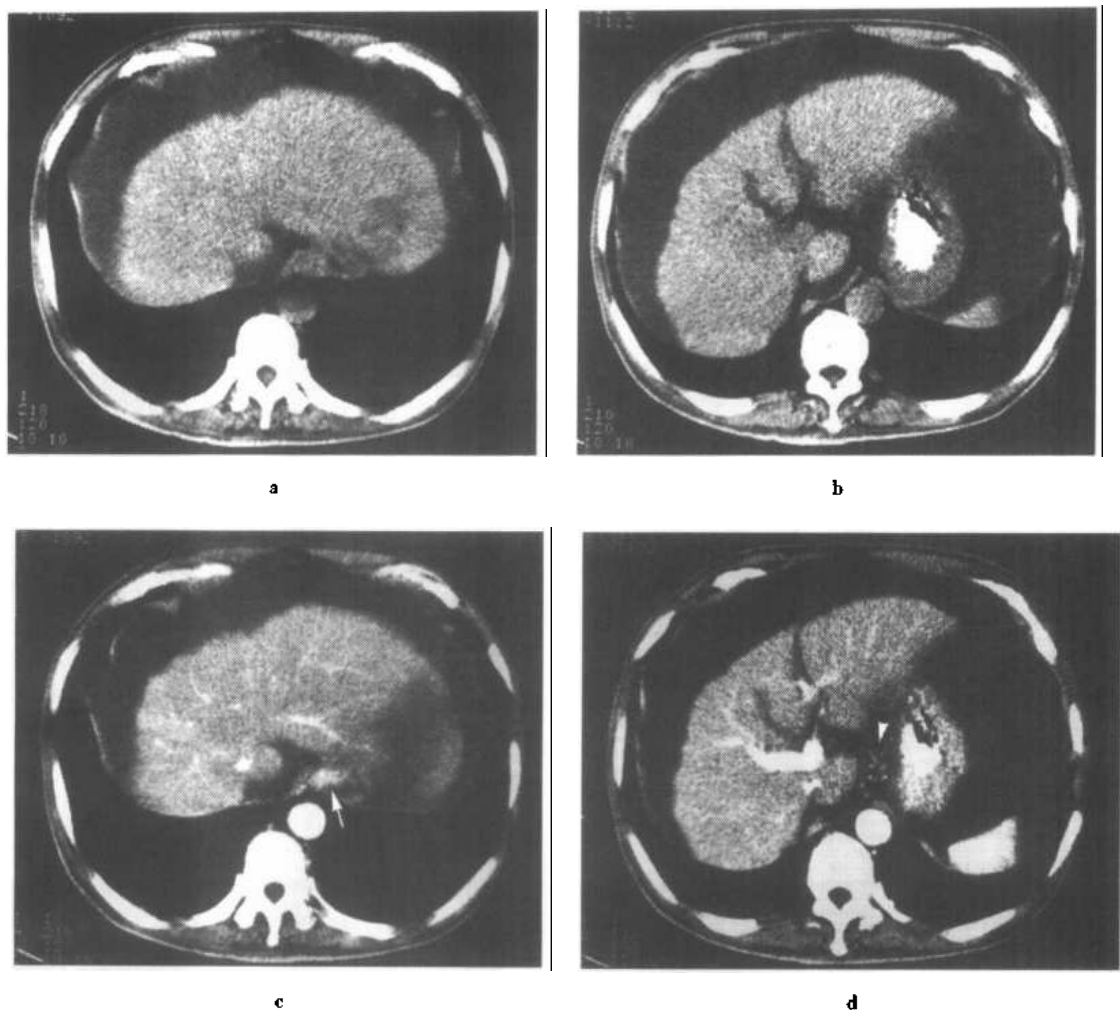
~d 肝硬化，同一患者不同层面 CT 平扫及增强图像
